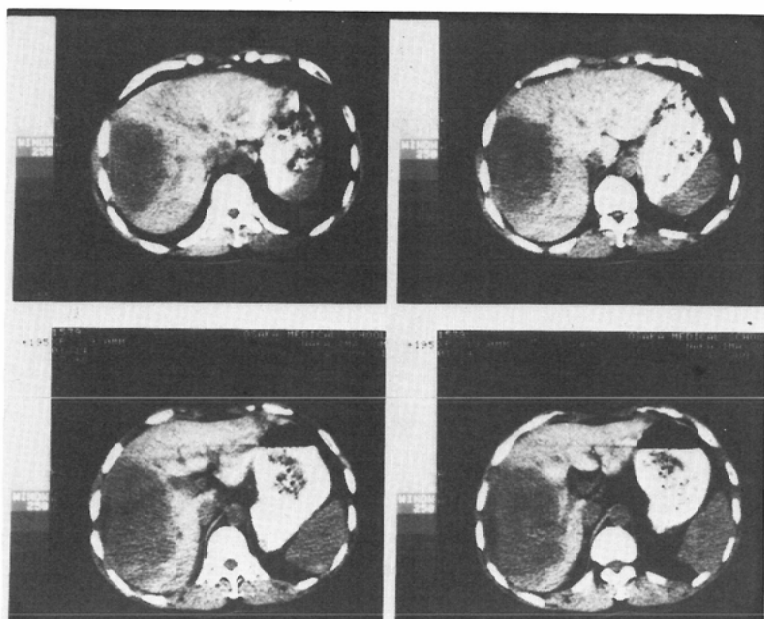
Transverse (X-ray CT) of case 1
